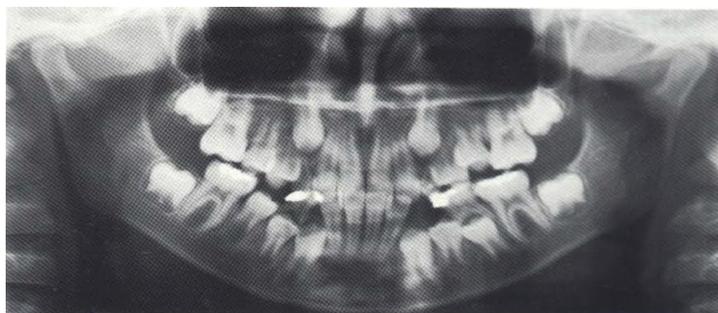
Orthopantomogramme.
